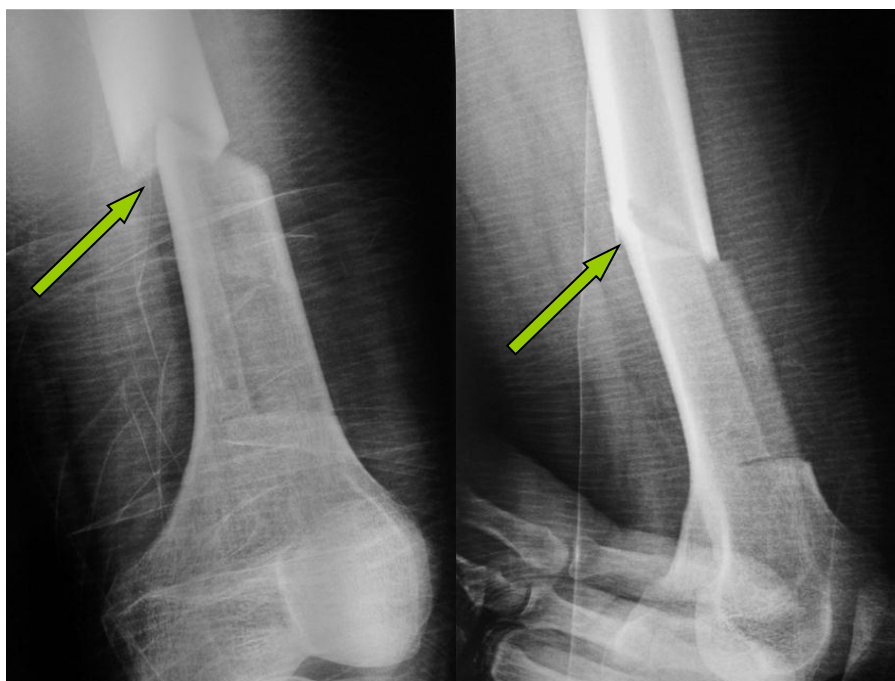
Рентгенограмма больного Б. в двух проекциях, третьей сутки после операции. (Стрелкой указан патологический перелом нижней трети левой бедренной кости на месте верхней остеотомии).
